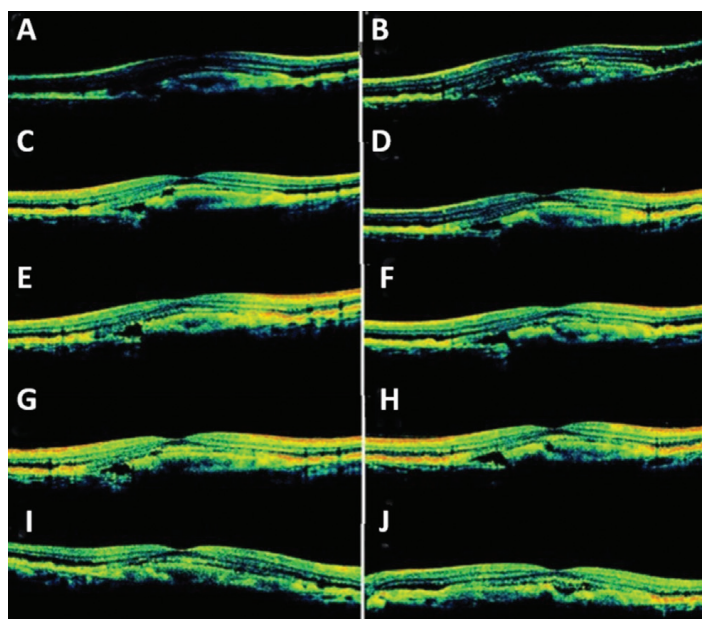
Optical coherence tomography imaging, preinjection right (A) and left (B) eye, postinjection 1st month right (C) and left (D) eye, 2nd month right (E) and left (F) eye, 3rd month right (G) and left (H) eye, 6th month right (I) and left (J) eye
